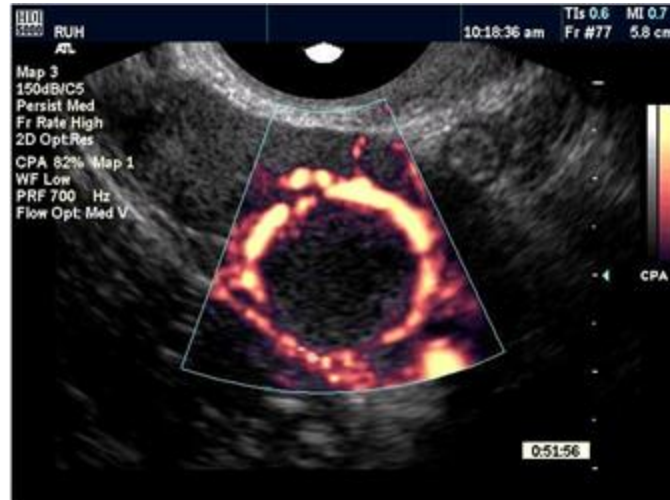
Imagem Doppler de fluxo de potência de uma glândula lútea de meio de ciclo, madura, demonstrando fluxo vascular perilúteo acentuado
